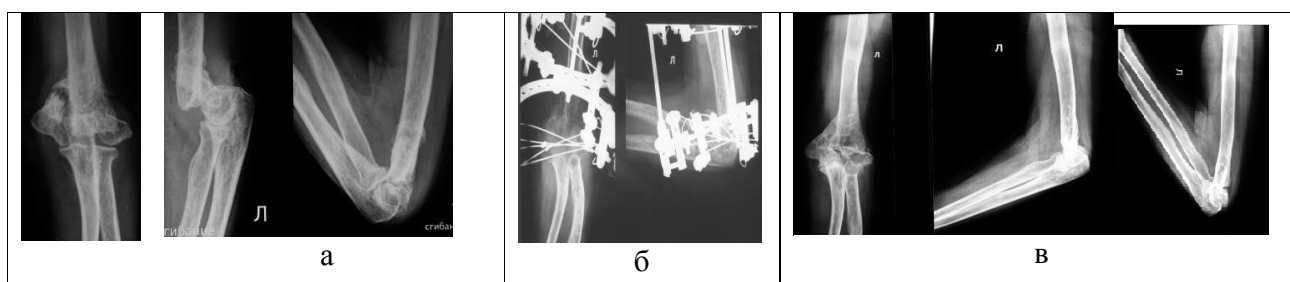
Фото с рентгенограмм локтевого сустава пациента с посттравматическим
